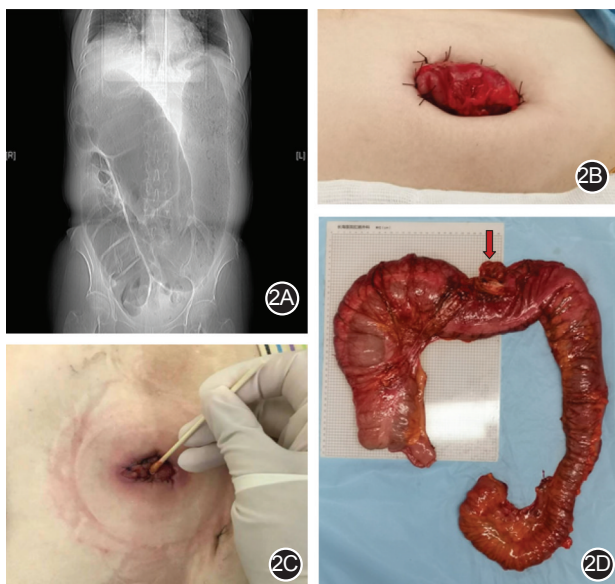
一例典型特发性巨结肠患者手术图片(作者团队供图) 2A. CT 影像学表现;2B. 结肠开窗造口术后照片;2C. 结肠开窗造口术后 1 个月(狭窄造口仅容棉签通过);2D. 切除的次全结肠标本(箭头处为横结肠造口)
